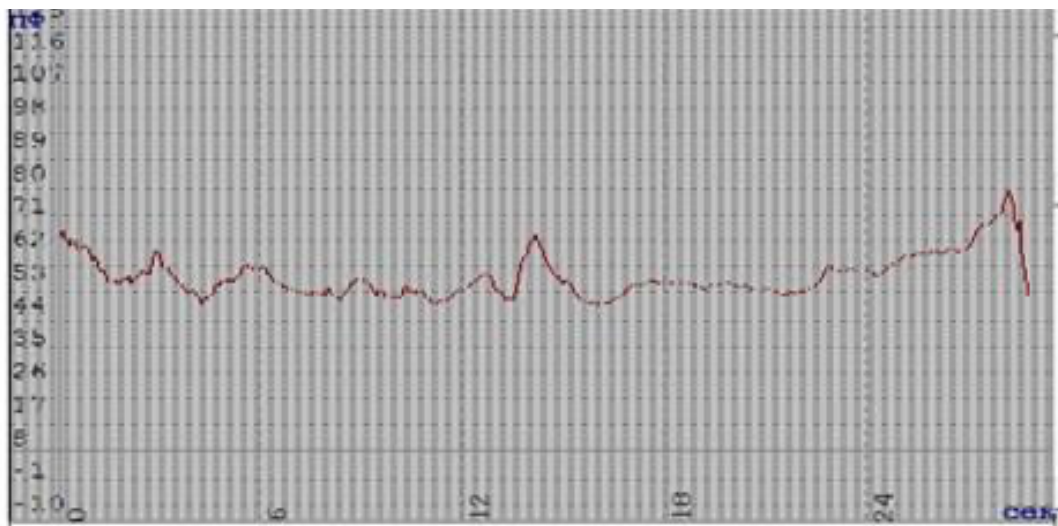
ЛДФ-грамма пациента М., 37 лет. Диагноз: Протрузия резцов верхней челюсти, хронический генерализованный пародонтит средней степени тяжести
